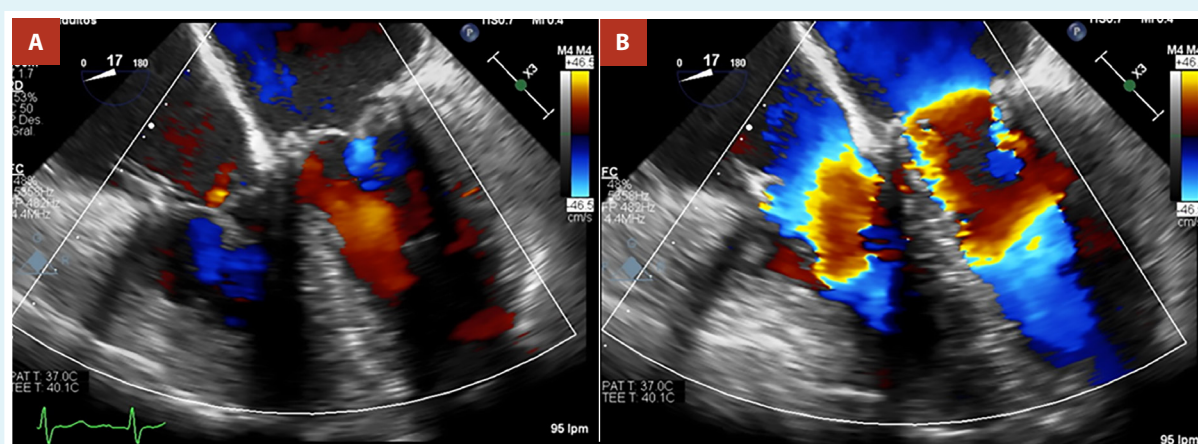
Ecocardiografía transesofágica vista medio esofágica, cuatro cámaras. A) Ausencia de jet de regurgitación en plastias mitral y tricúspidee durante la fase de sístole. B) Ausencia de restricción en plastias mitral y tricúspidee durante la fase de diástole.
